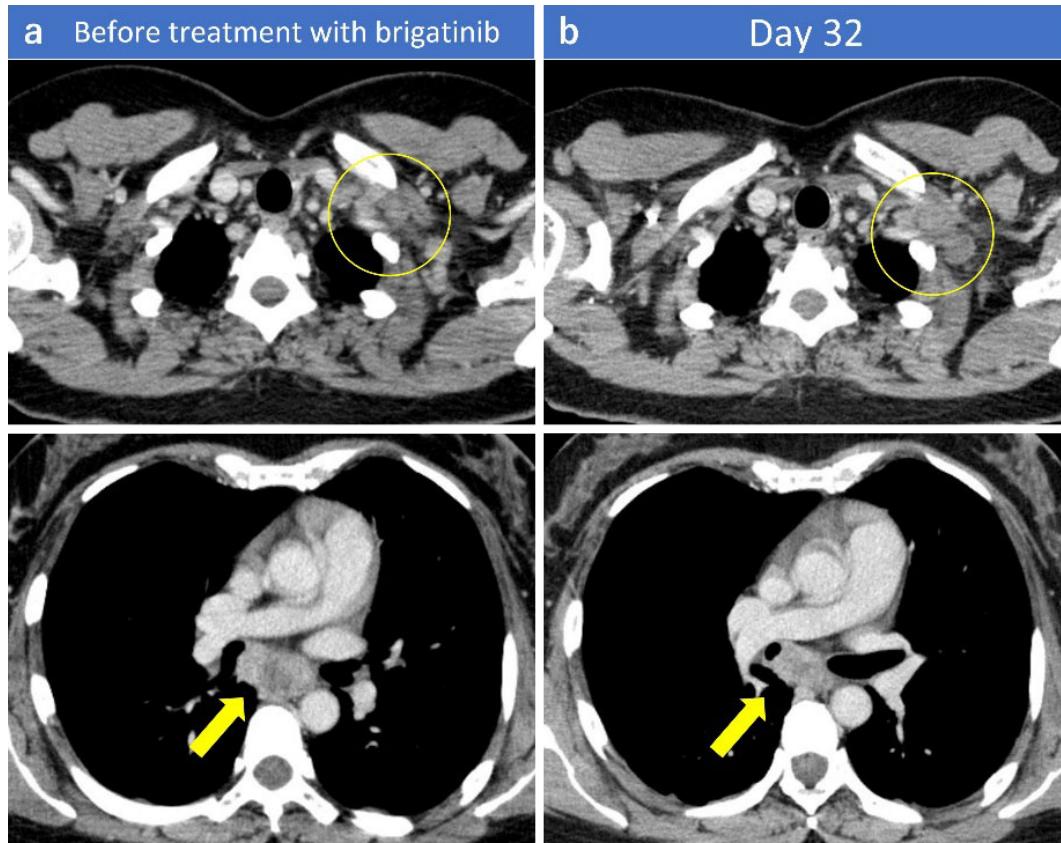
Contrast-enhanced CT shows subclavian and mediastinal lymph node metastases before treatment with brigatinib (a). The subclavian lymph node increased in size 32 days after brigatinib administration (circles, b), but the mediastinal lymph nodes decreased in size (arrows, b).
